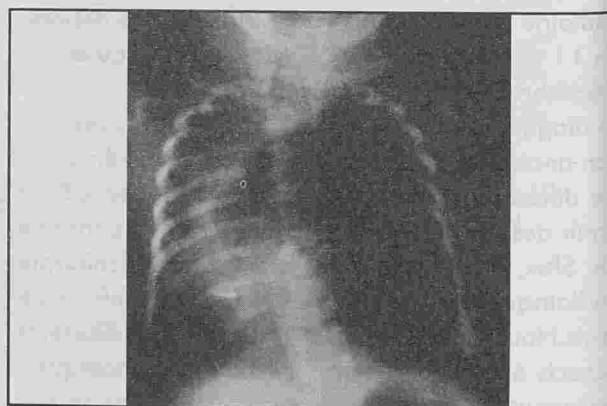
Radiographie de thorax de face d'un nourrisson atteint d'ELC du LSG hyperclarté avec déviation du médiastin vers le côté opposé.
